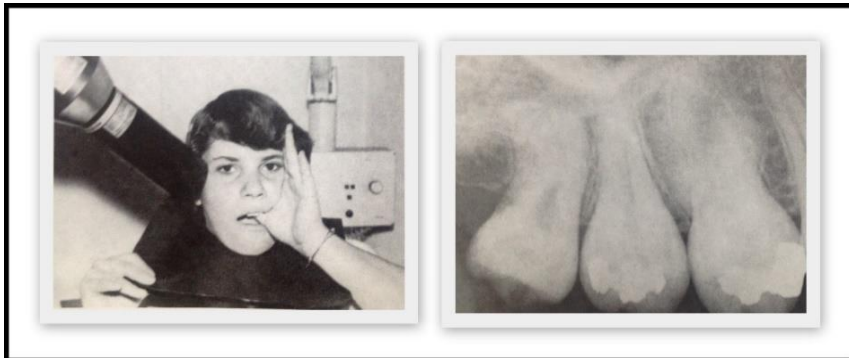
Radiografia Intraoral Periapical (técnica da bisettriz)
